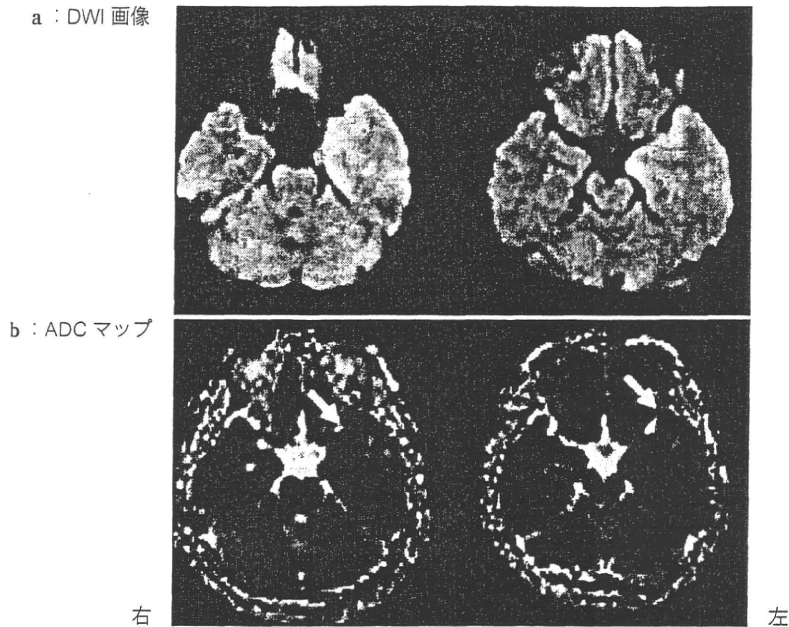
非ヘルペス性急性辺縁系脳炎 (NHALE) の MRI 特徴
